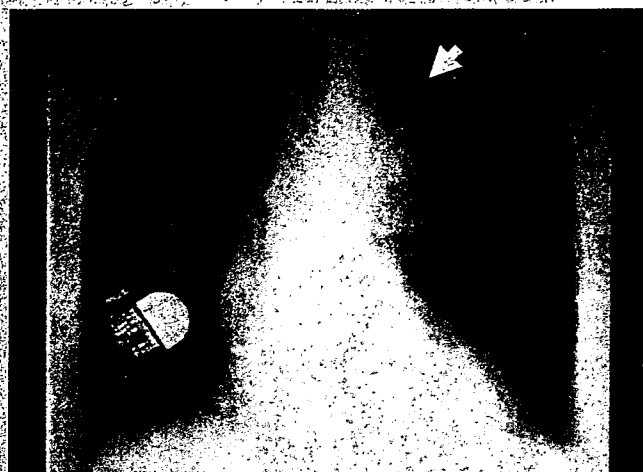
Chest radiograph. An irregular-margin mass in contact with the aorta in the left upper lobe (arrow).
